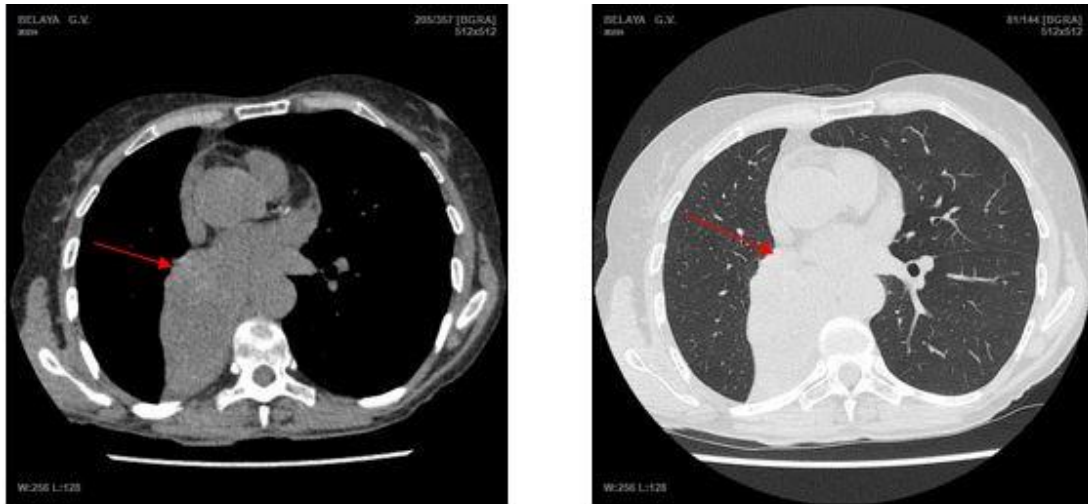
Мультиспиральная компьютерная томография ОГК пациентки Б. с инвазией опухоли в левое предсердие.
